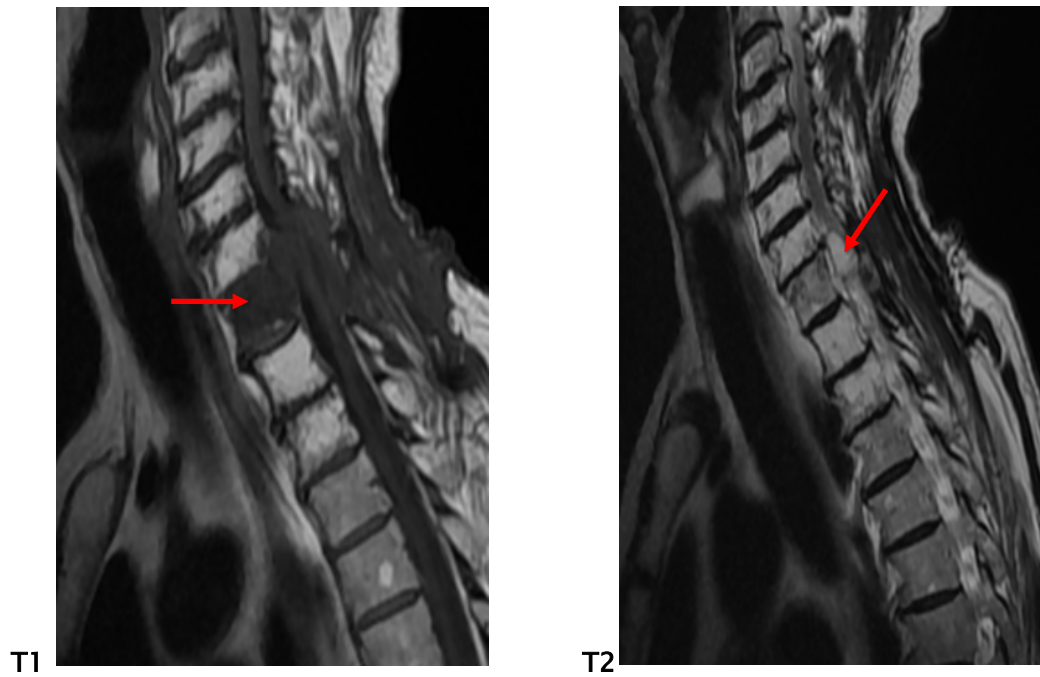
IRM dorsale en pondération T1, T2 coupe sagittale chez un patient montrant une CM au niveau de D1: anomalie de signal diffuse de D1, hétérogène, en hyposignal T1, hypersignal T2 (flèche rouge) : chondrosarcome.
